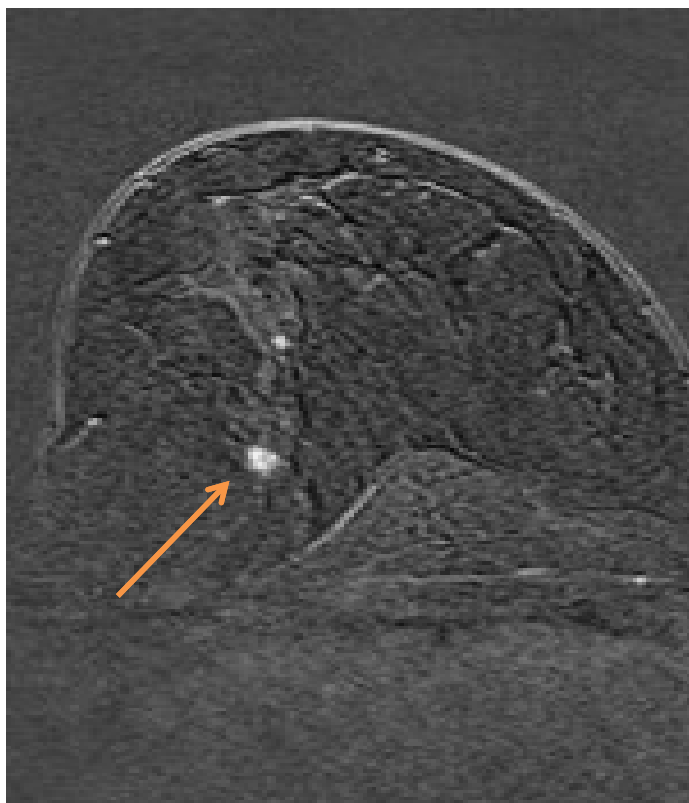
МРТ правой молочной железы постконтрастный срез, стрелкой указано новообразование
